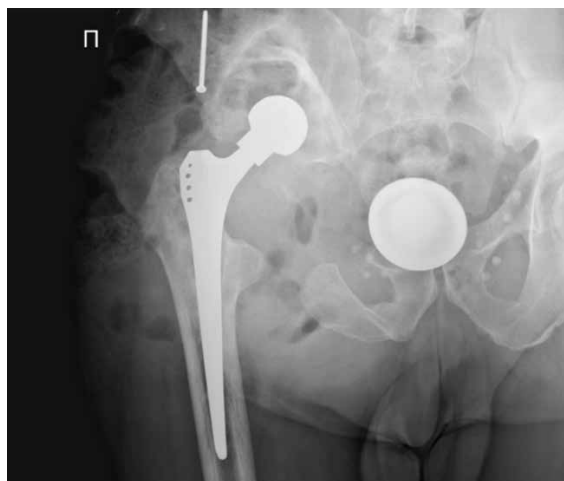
Рентгенограмма зоны операции. Дислокации вертлужного компонента
